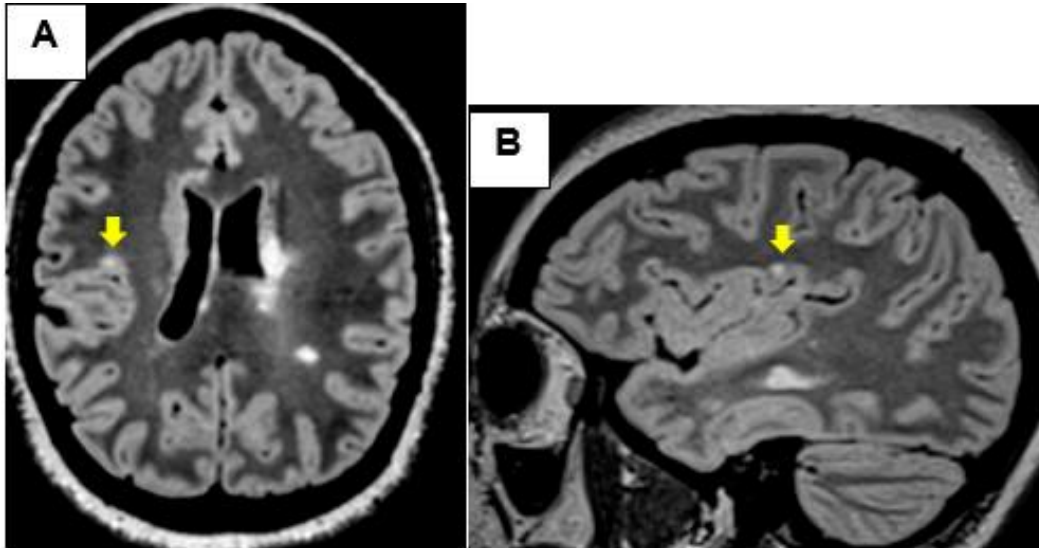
A-B: imágenes de resonancia magnética, secuencia 3D FLAIR. En A, reconstrucción axial y B, corte sagital. Lesión desmielinizante yuxtacortical de 3 mm (flecha amarilla) hiperintensa en FLAIR.
